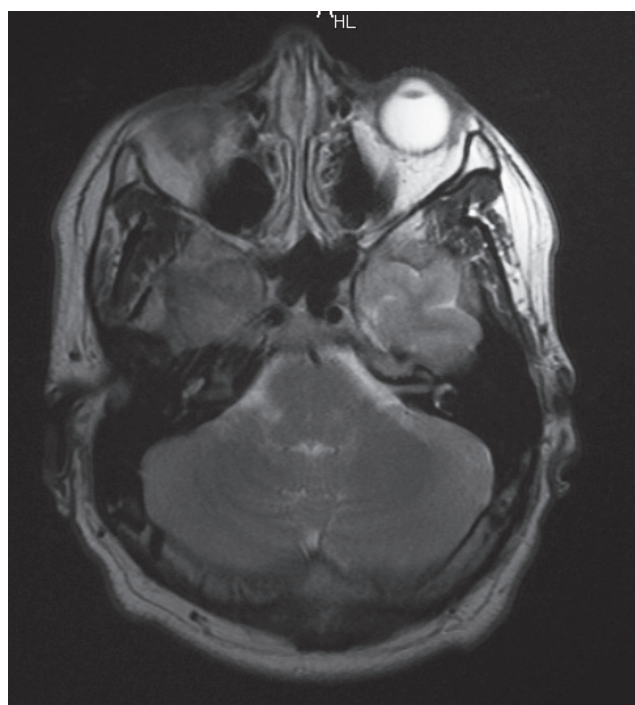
IRM cerebral T2 (axial)
